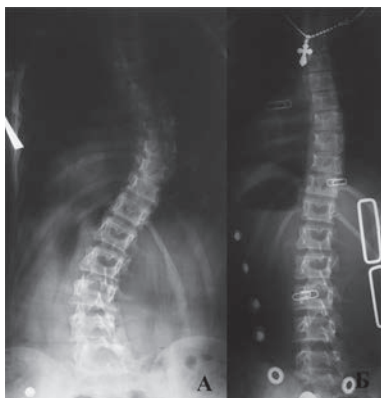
Рентгенография позвоночного столба, пациент А.
